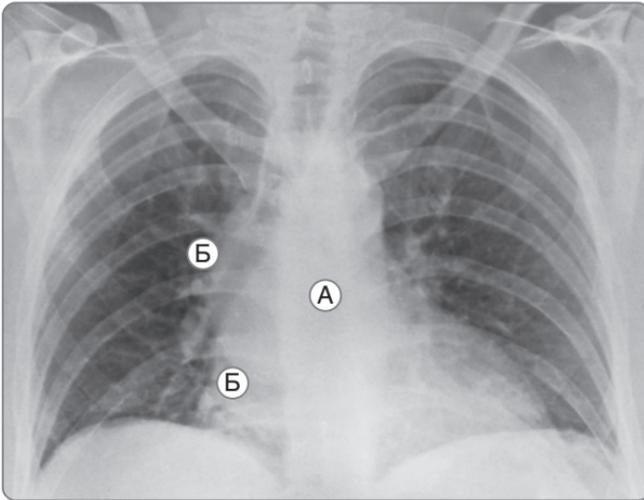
Рентгенограмма органов грудной клетки. Образование с гладкими краями под бифуркацией трахеи. Как правило, образования в данной области трудно визуализируются. Угол бифуркации увеличен (А). Выпуклая граница образования над правым главным бронхом визуализируется за сердцем справа от средней линии (Б)
